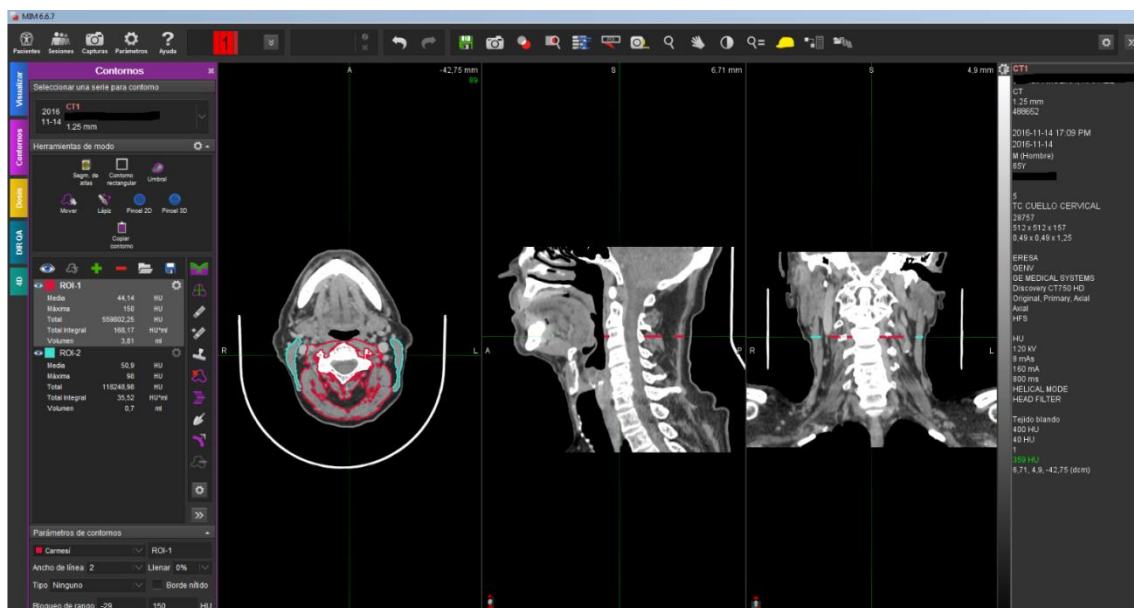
Medición de la MME a nivel de C3 mediante TC. El análisis la MME se realizó al contornear mediante UH (siendo -29 UH + 150 UH para la MM), el músculo esternocleidomastoideo (color azul) y los músculos paravertebrales (color rojo). Fuente: Elaboración propia. (Servicio de Radioterapia de ERESA del Hospital General Universitario de Valencia).
